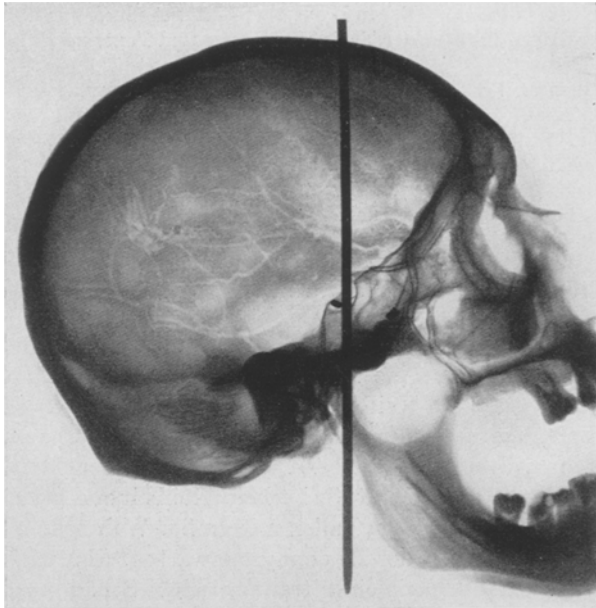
Parietale Röntgenübersicht über den knöchernen Schädel (Oberarzt Dr. Kohler). Die Sella ist mit Schrotkugeln belegt. Der Pfeil stellt die Ebene dar, in der die Aufnahme Abb. 8 gemacht wurde. (Eine Schrotkugel ist abgerutscht.)
